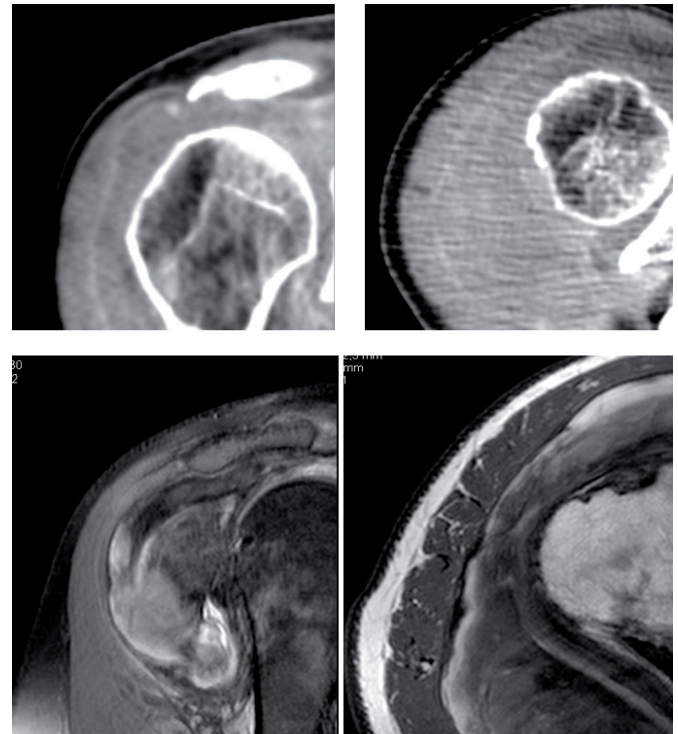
Se muestran 4 imágenes. Las dos superiores son imágenes de TC con contraste en donde observamos una zona isodensa en el interior compatible con hemartros y una captación de contraste periféricamente. Las dos inferiores son imágenes de RM y se observa el hematoma y periféricamente una imagen irregular y de diferentes intensidades compatible con sinovitis villonodular. Además de observar una rotura completa del manguito rotador.
